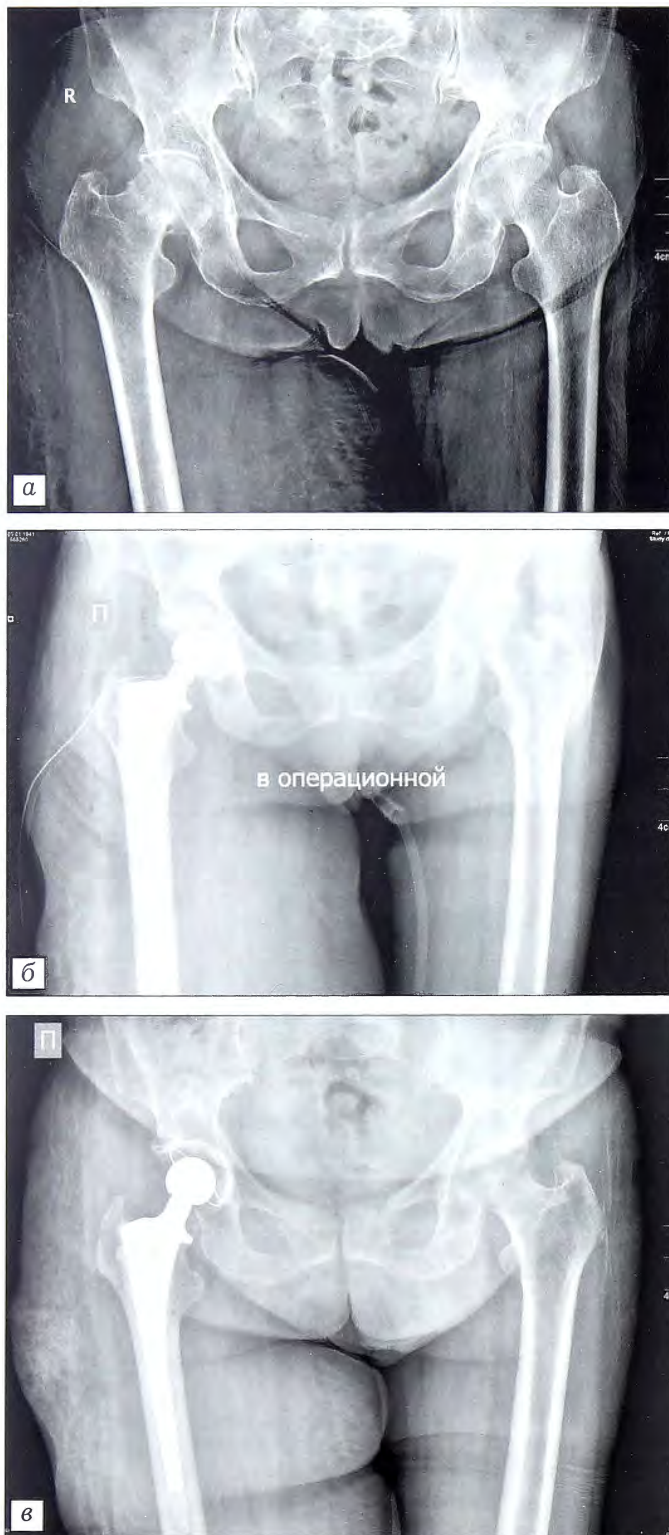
Рентгенограммы больной Х. 71 года.
